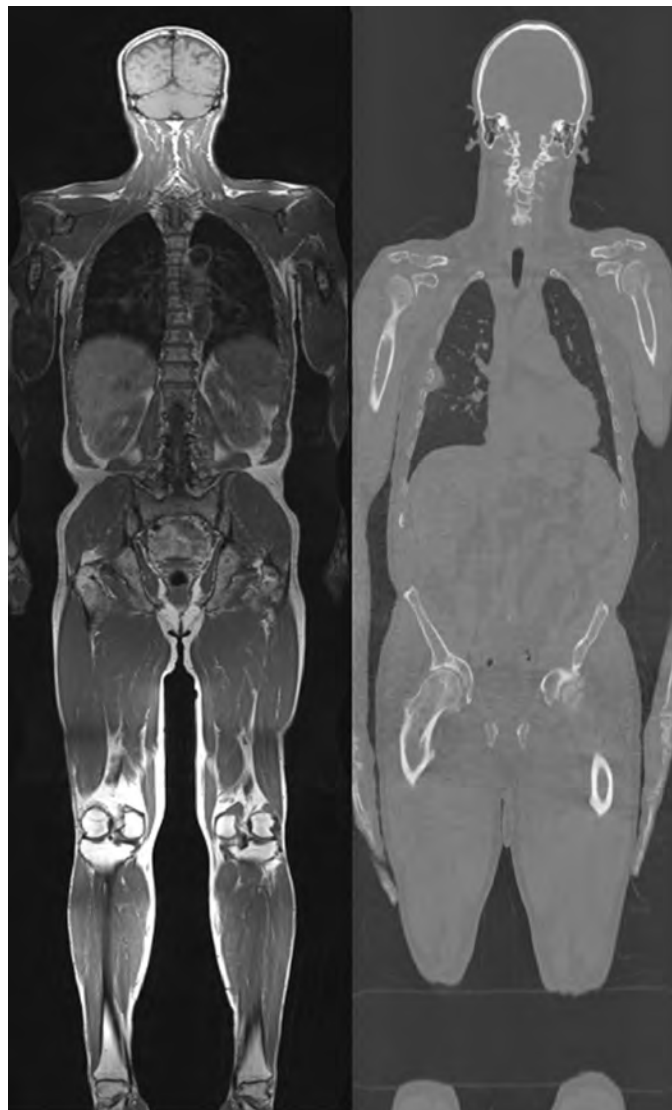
Ganzkörper-Bildgebung zur Abschätzung der Krankheitsaktivität beim Multiplen Myelom: Links: Ganzkörper-MRT mit Darstellung vor allem des Knochenmarks und der Weichteile. Rechts: Ganzkörper-CT mit exzellenter Darstellung des Knochens. Die Beurteilung der Stabilität des Skelettsystems kann anhand der CT-Untersuchung erfolgen.
